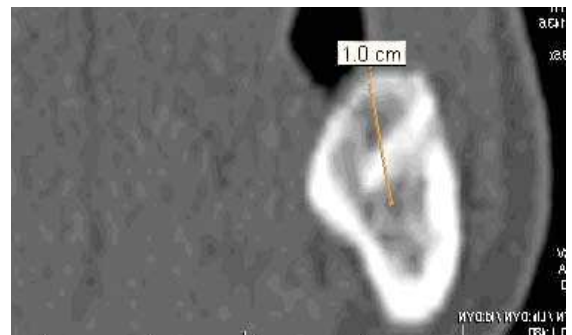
компьютерная томограмма области 46 после реконструкции альвеолярной части
